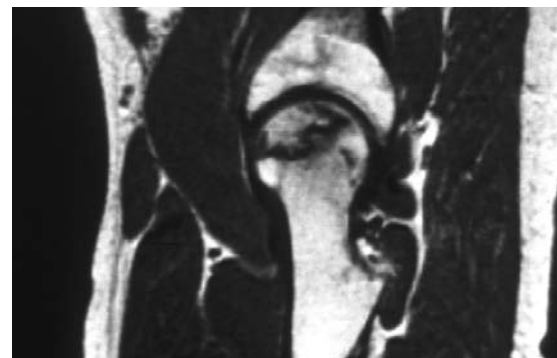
Typisches Doppellinie um das Nekroseareal im MRI
